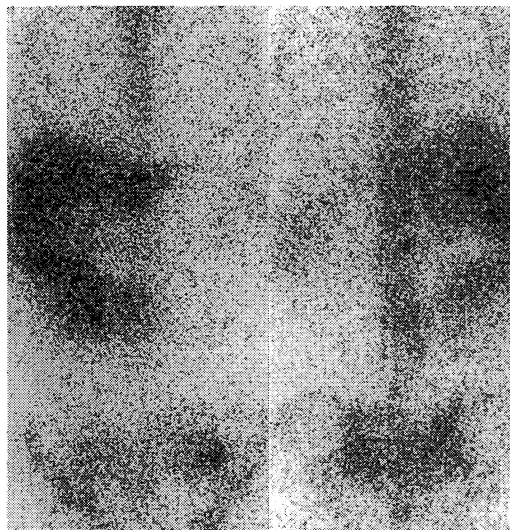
Ga. scintigraphy showed accumulation of Ga. in the right lower abdomen.
